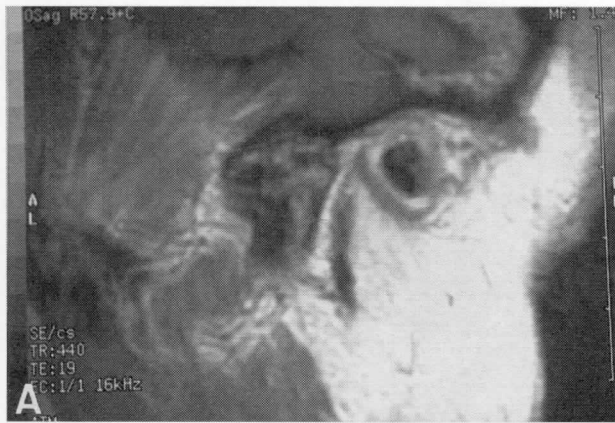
RMN de la ATM derecha. La RMN muestra una importante afectación articular, con múltiples erosiones, destrucción del cartílago y hueso subcondral y la presencia de osteofitos en el cóndilo mandibular. El menisco articular no es identificable. Existen importantes cambios inflamatorios con engrosamiento sinovial y «pannus» inflamatorio realizados tras la administración de contraste paramagnético. A: corte lateral. B: corte frontal.
